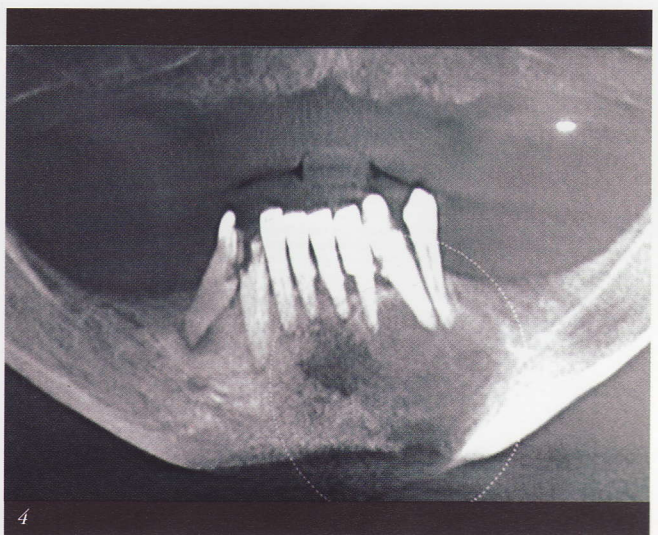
Estudio por imagen Rx Ortopantomografía pre quirúrgica.
